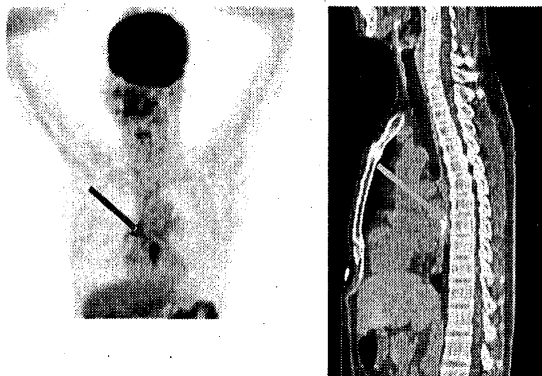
Trên CT: không phát hiện được tổn thương
